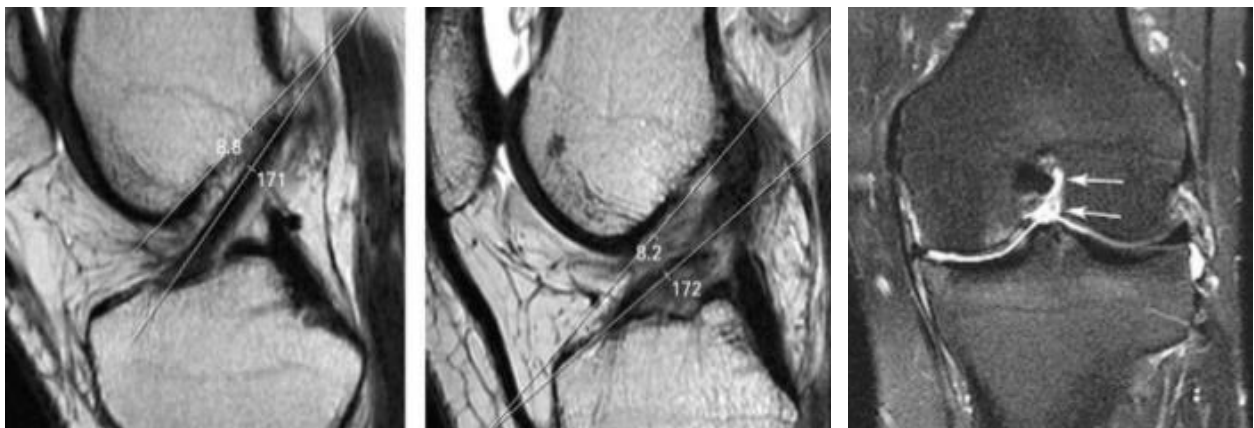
Blumensaat-Linie bei intaktem VKB (links) und gerissenem VKB (mittig) in der sagittalen MRT (42) sowie „empty notch sign“ (rechts) in der koronaren MRT (43)
